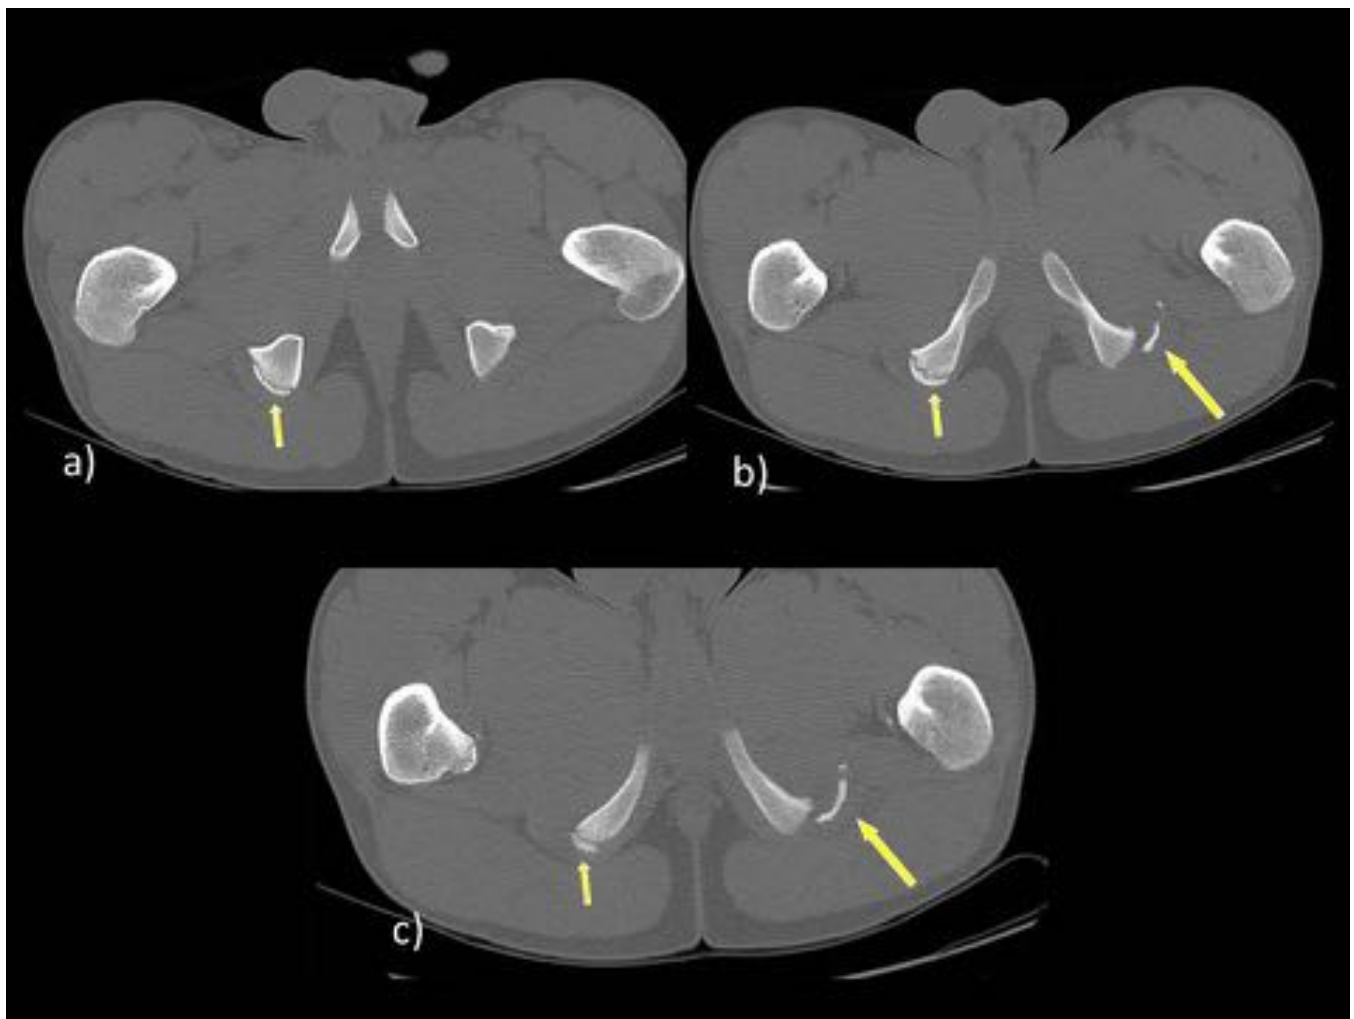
a, b y c) Cortes axiales de TC donde se observa la apófisis isquiática derecha (flecha amarilla corta) de localización normal, b y c) mientras que la apófisis isquiática izquierda (flecha amarilla larga) se encuentra avulsionada y desplazada hacia región inferoexterna anterior.
